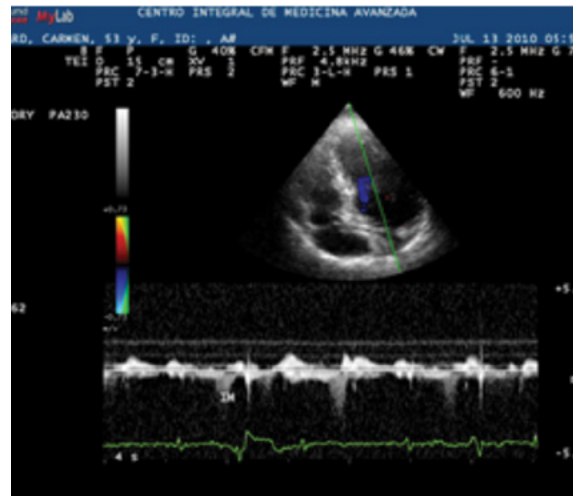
Doppler continuo IM telesistólica.
